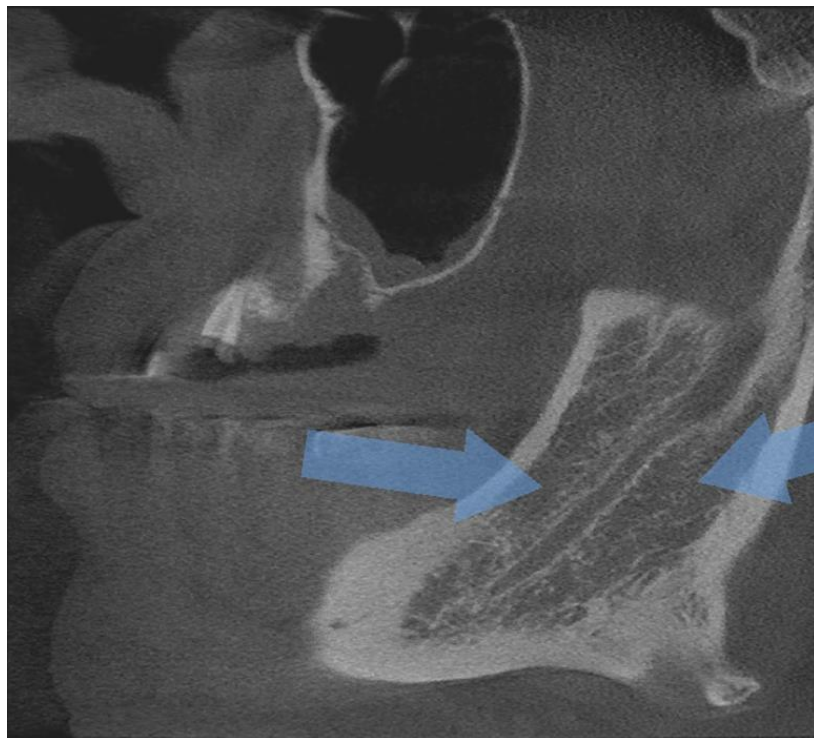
Срез нижней челюсти на компьютерной томограмме в сагиттальной проекции у пациента группы сравнения
